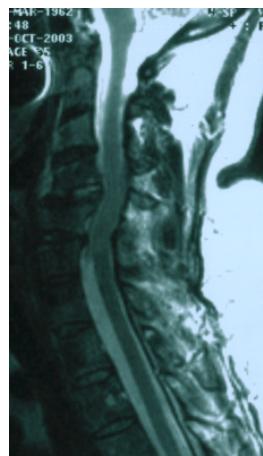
Лимфогранулематоз с поражением позвонка C_{VII} с компрессией спинного мозга: а – магнитно-резонансная томография до операции; б, в – рентгенограммы больного после операции.
